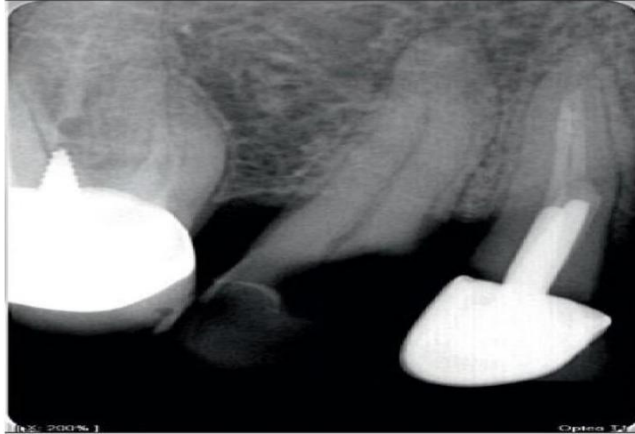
Radiographie préopératoire
